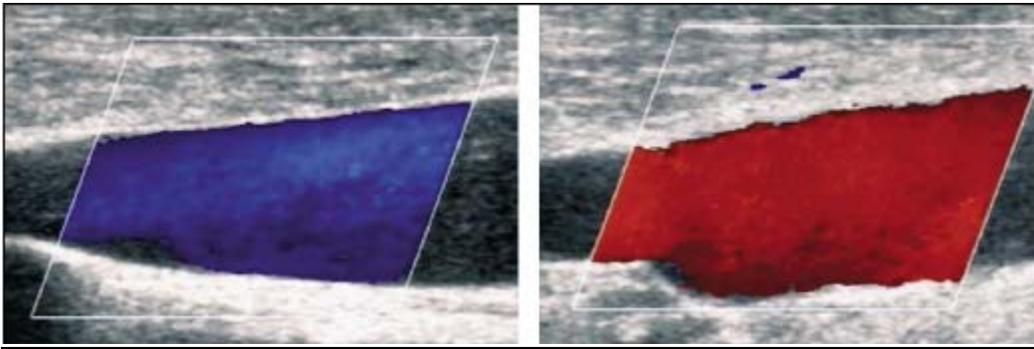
Ultrasonido Doppler codificado a color de la vena yugular interna en reposo (izquierda) y durante una maniobra de Valsalva (derecha). Una dirección en contra del cerebro (ortógrada) de la vena yugular que indica la competencia de las valvas venosas fue codificada en azul, mientras que una dirección hacia el cerebro (retrógrada) que indica incompetencia de las valvas fue codificada en color rojo.
